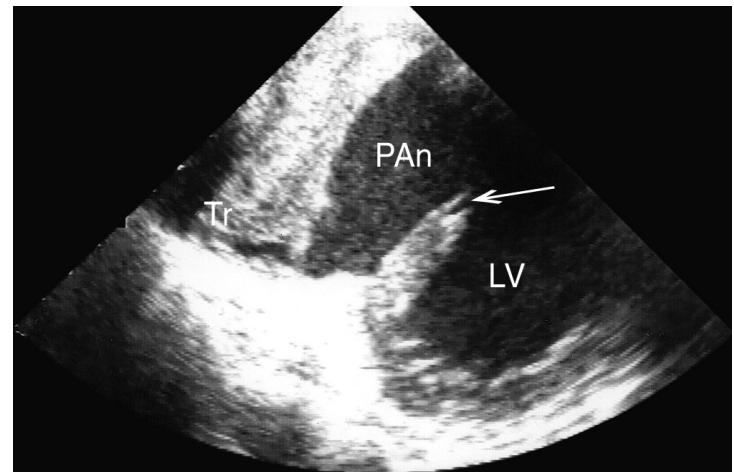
Псевдоаневризма левого желудочка после нижнего инфаркта миокарда, чреспищеводное исследование, трансгастральная короткая ось левого желудочка. При рентгеноконтрастной вентрикулографии отличить псевдоаневризму от истинной аневризмы не удалось. При чреспищеводной ЭхоКГ обнаружен разрыв миокарда, большая псевдоаневризма нижней локализации, организованный тромб, выступающий полость псевдоаневризмы. Стрелкой указан свободный край разорвавшегося миокарда. LV — левый желудочек, PAn — псевдоаневризма, Tr — тромб. Материал предоставили д-ра Carlo Palombo, Michaela Kozakova и Carmela Morizzo, Пиза, Италия.
